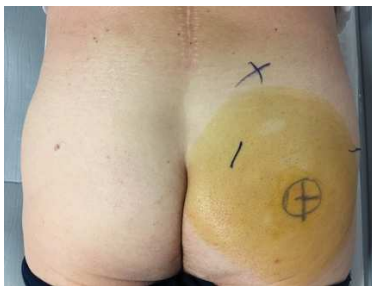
Localisation du point d'infiltration dans le muscle carré fémoral droit, après repérage TDM par coupes transversales, d'après Pr Lecocq
